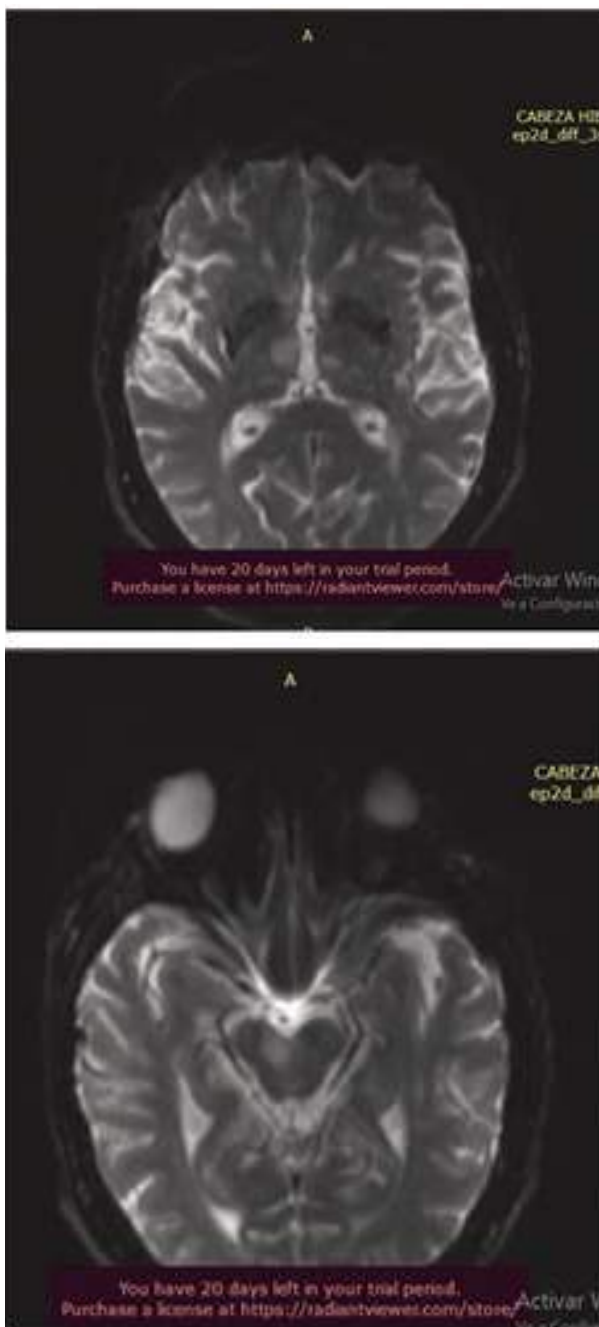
Resonancia cerebral con gadolinio en cortes axiales donde se observan infarto talámico bilateral (A) y pedúnculo cerebral derecho (B) en secuencia flair
